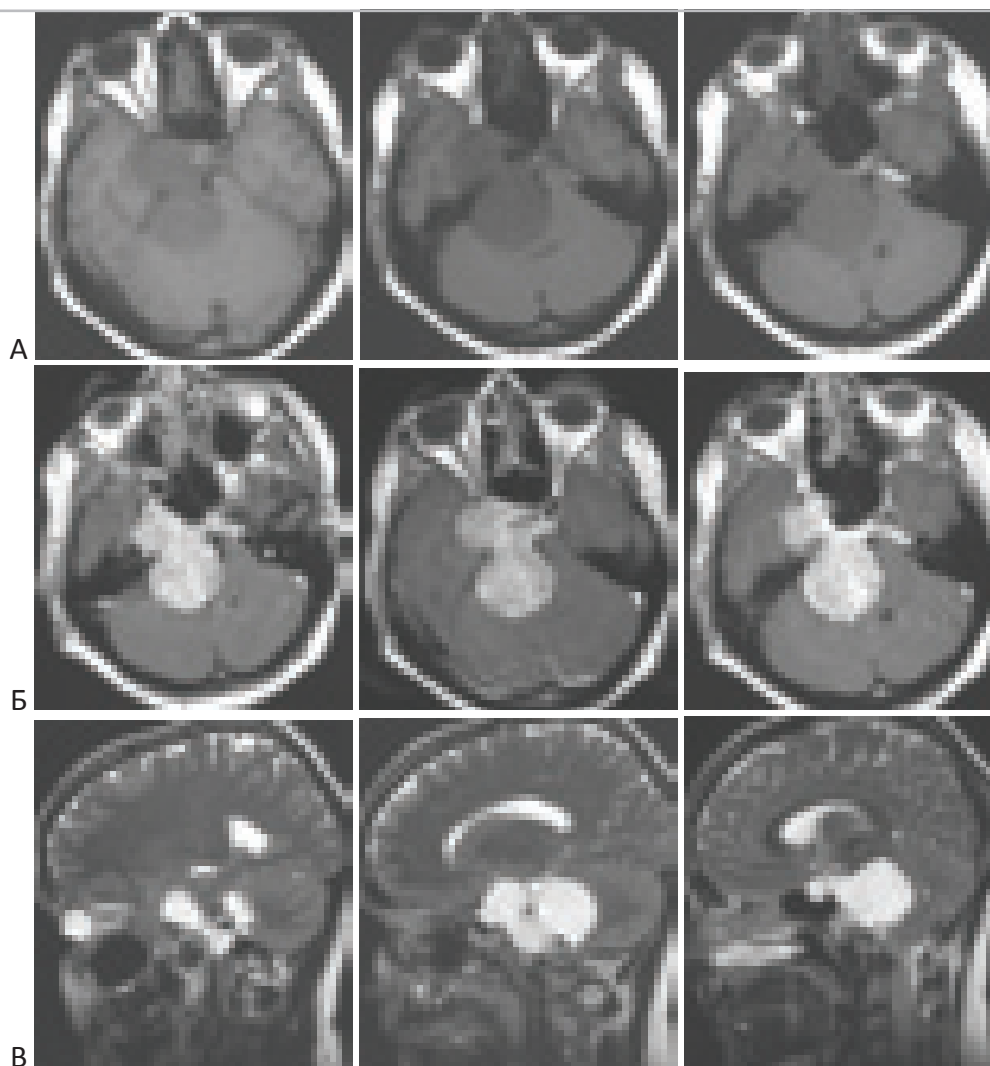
МРТ-изображения больного с хордой основания черепа. “А” – T1-взвешенные МРТ. “Б” – T1-взвешенные МРТ с контрастным усилением. “В” – T2-взвешенные МРТ без контрастного усиления.
